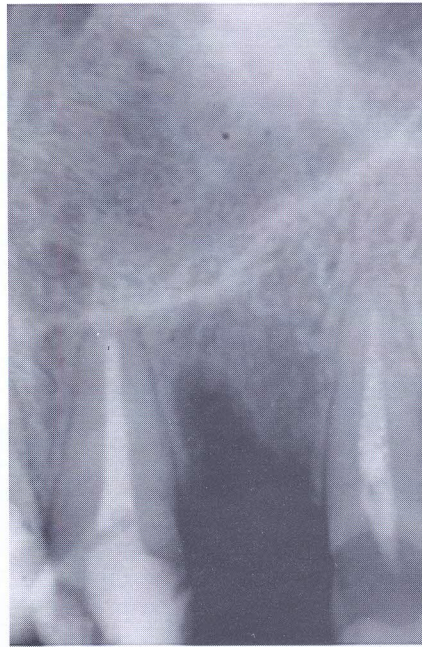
Radiografía postoperatoria inmediata a la extracción de la raíz del ILS izquierda.
